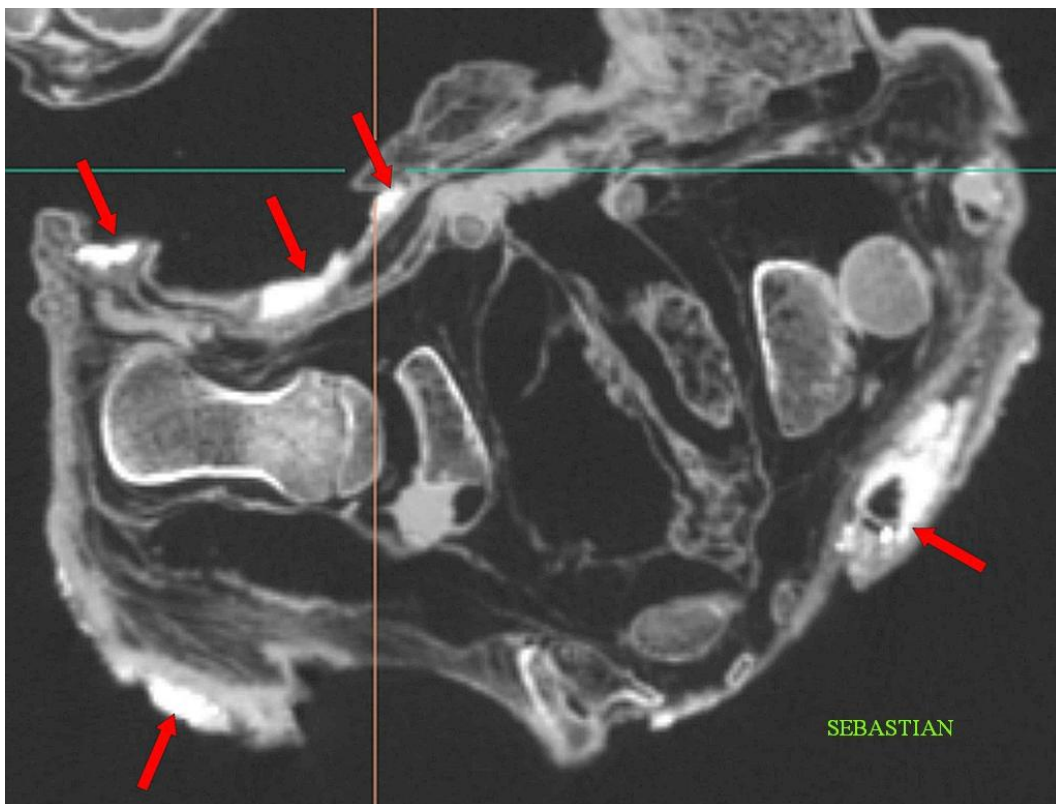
Corte axial 2D por tomografía computarizada (TC) que muestra sustancias extrañas (flechas rojas) en la superficie de la piel de ‘Sebastian’.
